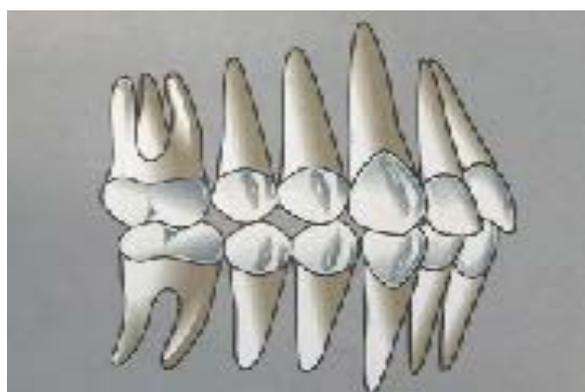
Cuando el paciente haya completado el recambio de dientes permanentes, se deberán tomar nuevos modelos y radiografías.
